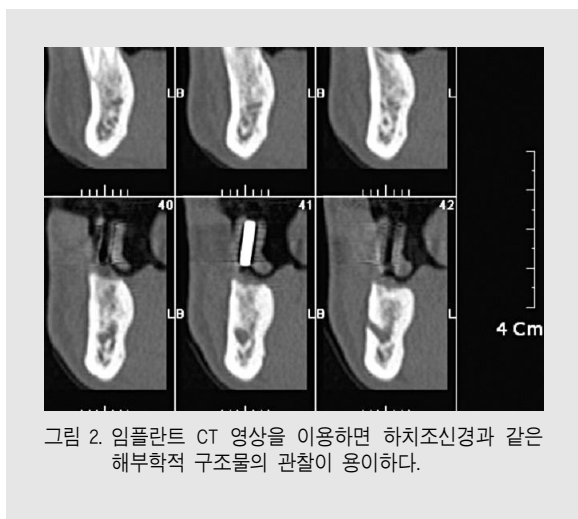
임플란트 CT 영상을 이용하면 하치조신경과 같은 해부학적 구조물의 관찰이 용이하다.
